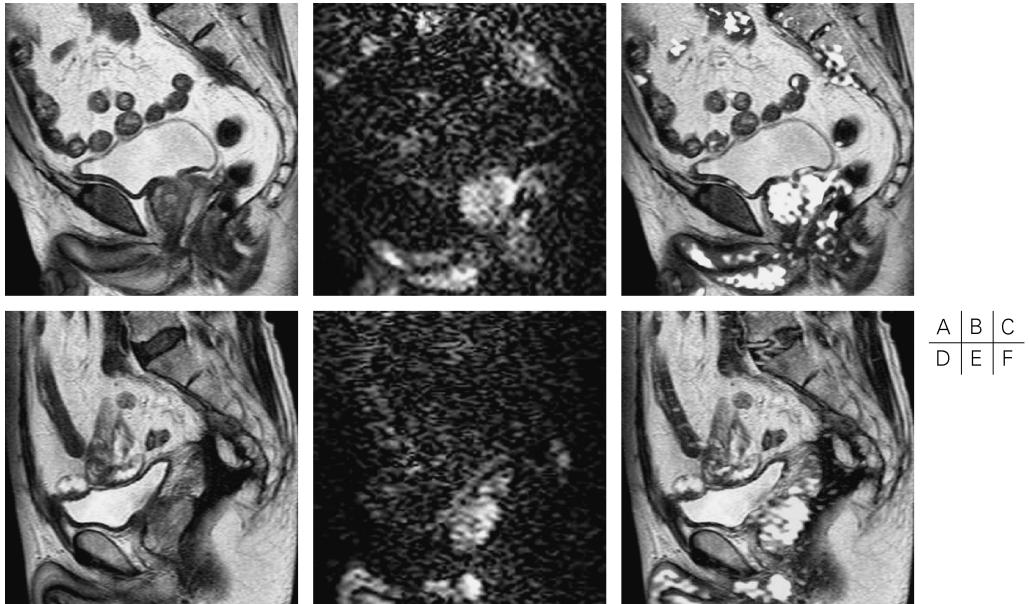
A 62-year-old male with presacral recurrence of rectal cancer is shown on A to C. The hypointense mass on T₂-TSE invades the sacrum (A). This mass is slightly hyperintense on DWI (B). Generally speaking, presacral recurrence of rectal cancer shows less intense than the primary rectal tumor does. The fusion image proves that the abnormal signal on DWI well agrees with the presacral mass on T₂-TSE (C). On the other hand, a 61-year-old male with fibrous tissue after the operation of the rectal cancer is shown on D to F. The mass shows hypointense on T₂-TSE (D), DWI (E) and fusion image (F). Please pay attention to the difference between B and E.
